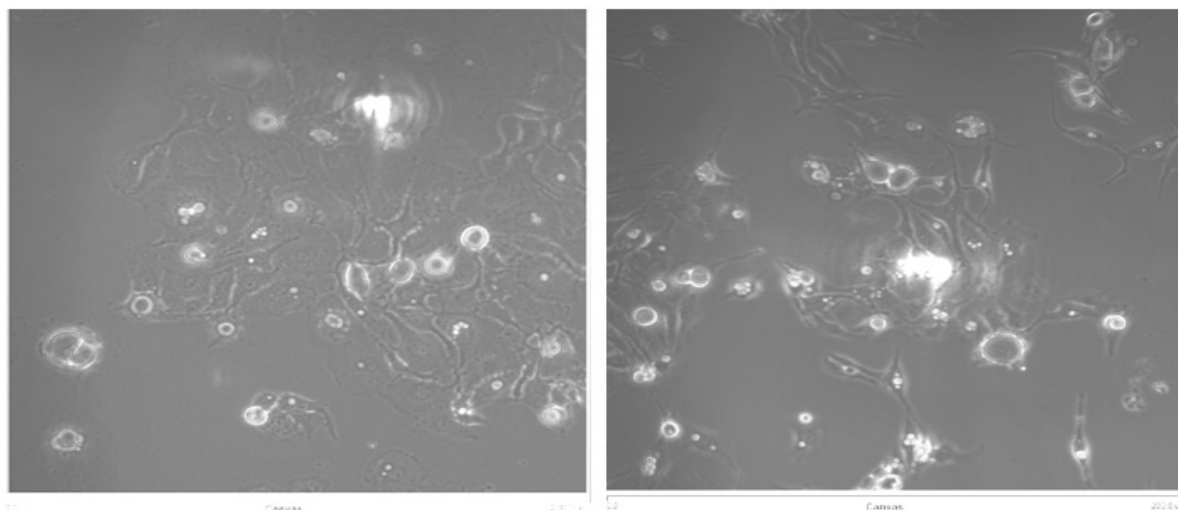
Микроскопические изображения образцов клеток BT-20, полученные при исследовании клеток на приборном комплексе Bioscope Resolve ACM со световым микроскопом Axio Observer 3 в режиме MIRO
